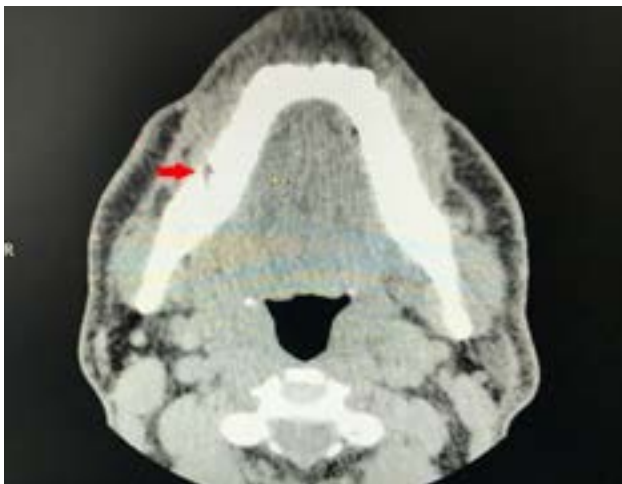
Imagen de TAC donde se aprecia la afectación de la cortical vestibular.
